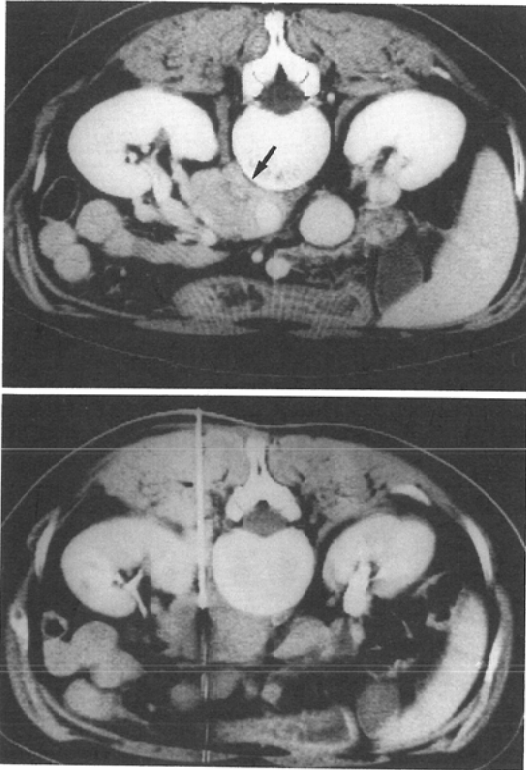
CT guided biopsy of paraaortic lymphadenopathy. Preliminary contrast enhanced CT scan distinguish paraaortic lymphonode swelling from the left renal artery and aorta (above), Placement of 16G Tru Cut needle into paraaortic lymphonode (below). Diagnosis; non-Hodgikin lymphoma, diffuse medium sized cell type.
